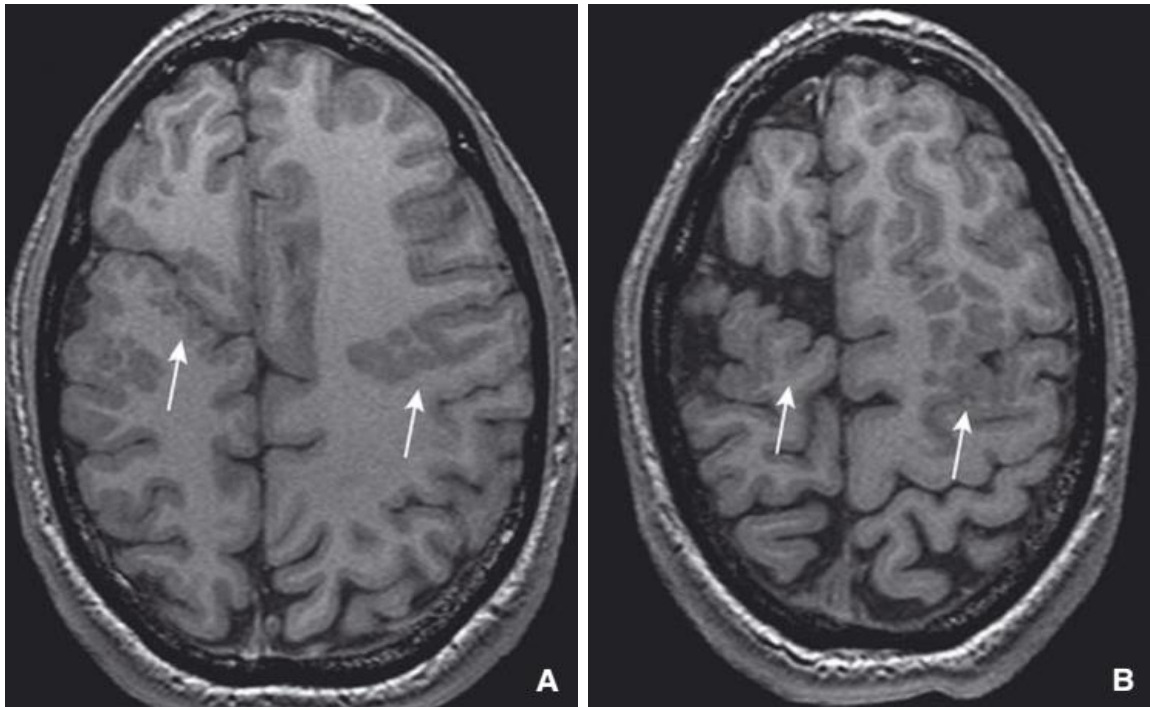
Schizencéphalie avec polymicrogyrie, Coupes axiales (A, B), séquence T1 (IRM) (89).
